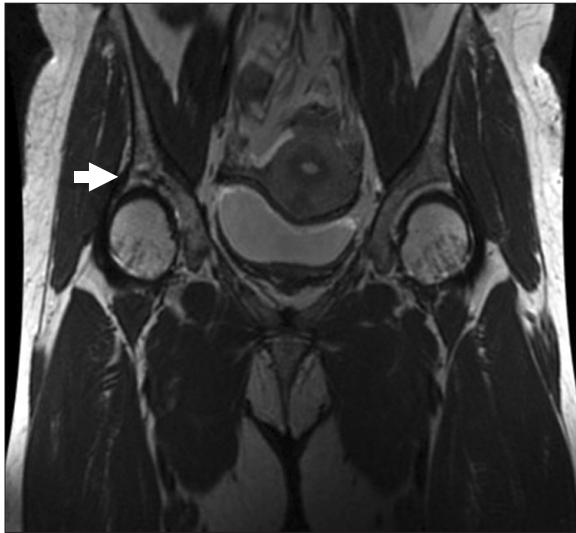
Coronal T2-weighted fat suppression magnetic resonance image obtained twenty seven months after onset of pain in the right hip does not show reactive change such as bone marrow edema and synovial enhancement. Also T2-weighted magnetic resonance image shows that destructed bony plate of superior acetabulum is migrated.
